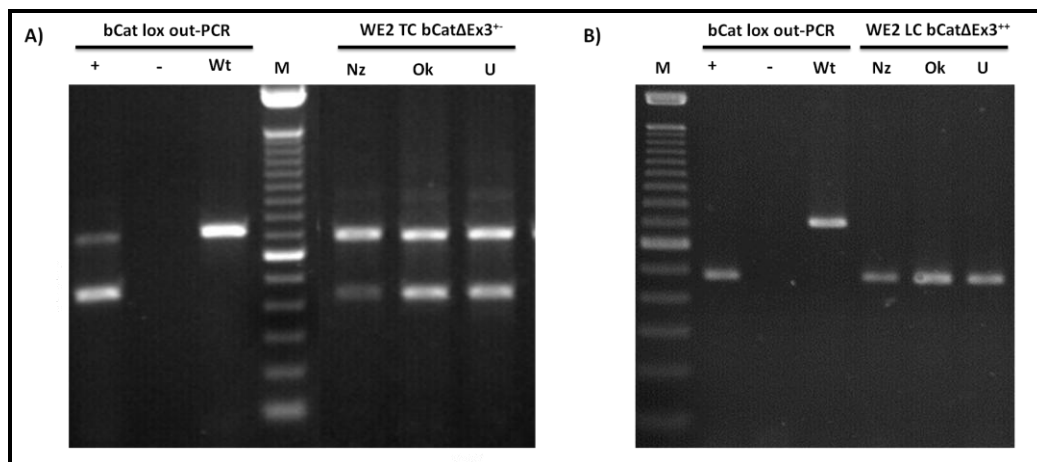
PCR-Nachweis der Deletion des Exons 3 von *Ctnnb1* in phänotypisch auffälligen Organen von WE2 TC bCat Δ Ex3- und WE2 LC bCat Δ Ex3-positiven Tieren
